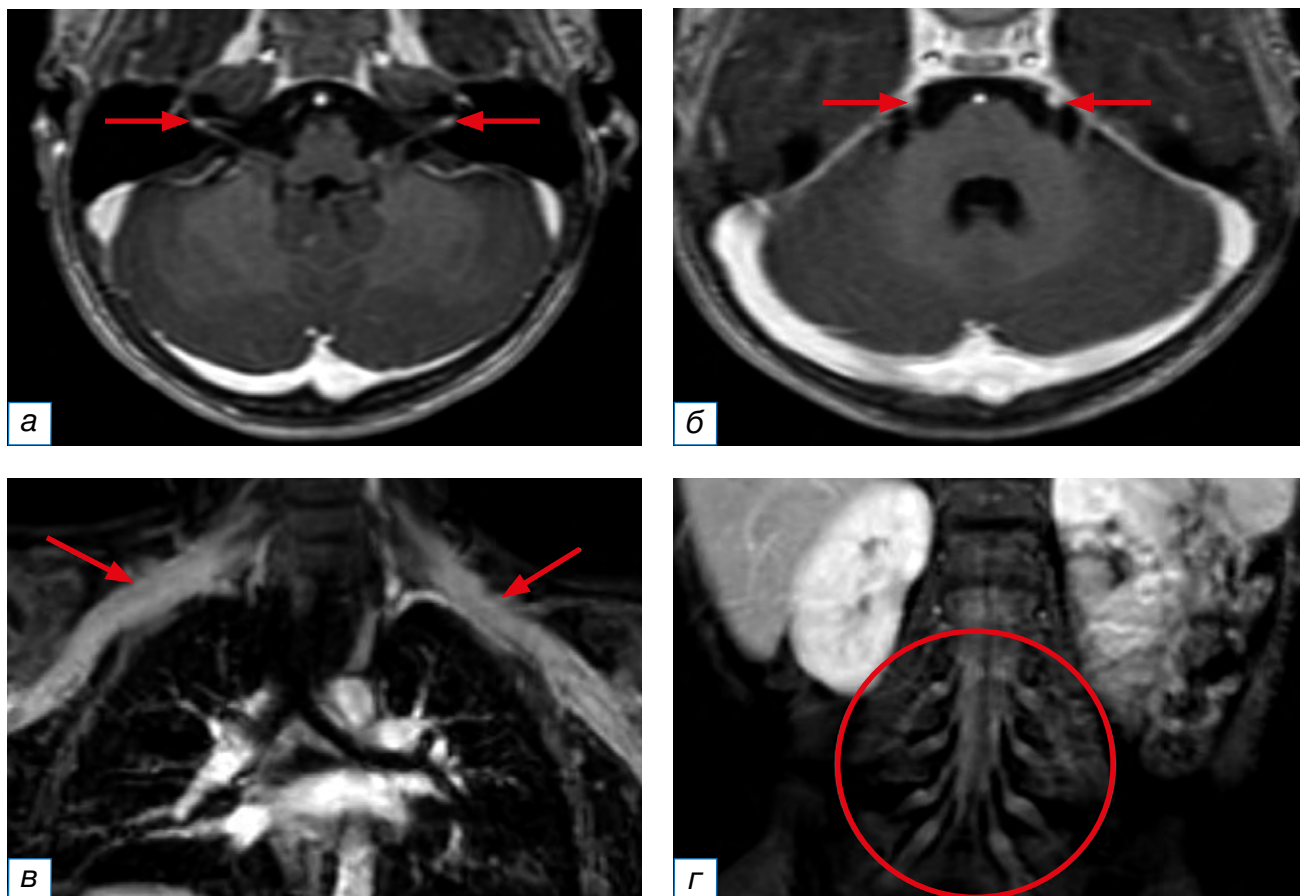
Магнитно-резонансная томография головного мозга, плечевых и пояснично-крестцовых сплетений с внутривенным контрастированием. МР-признаки повышенного накопления контрастного вещества: а — лицевыми нервами на уровне внутреннего слухового прохода с обеих сторон; б — тройничными нервами в цистернальных отделах с обеих сторон; в — плечевыми сплетениями; г — поясничными и крестцовыми сплетениями.
